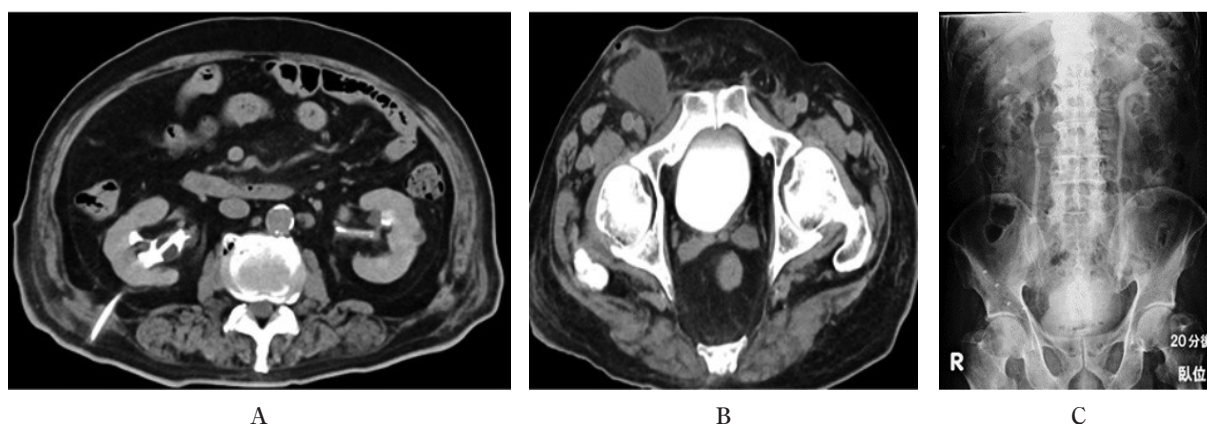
Enhanced abdominal CT following KUB shows improvement in the position of the urinary tract and bladder, and disappearance of the hydronephrosis.
